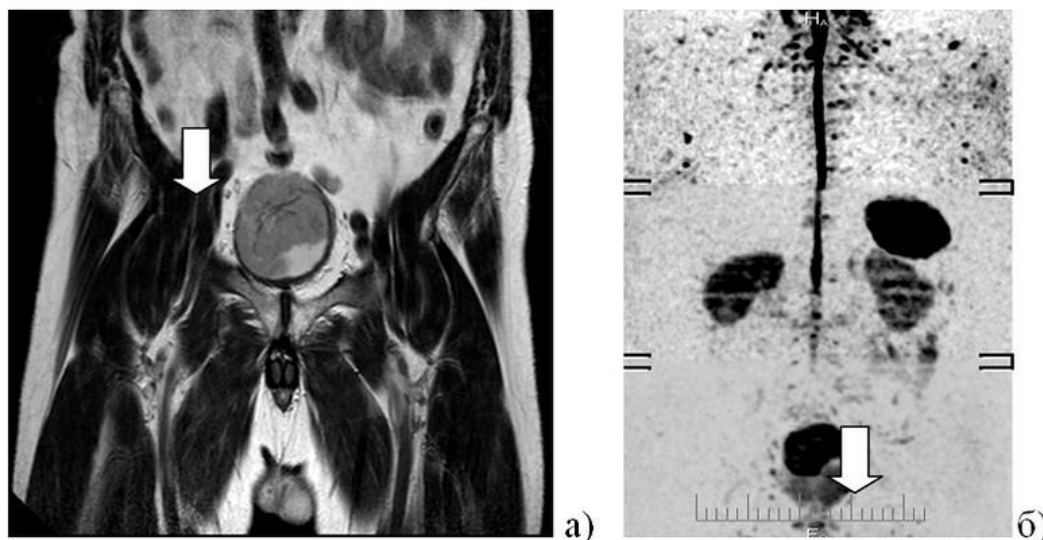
МРТ: а) T_2 взвешенное изображение; б) DWIBS-исследование: стрелкой указано образование стенки мочевого пузыря, однородной структуры (стадия T_2 по системе TNM), на T_2 ВИ наружные контуры образований неровные (признаки распространения в паравезикальную клетчатку); при DWIBS-исследовании - контуры образования ровные (нет признаков распространения в паравезикальную клетчатку).
